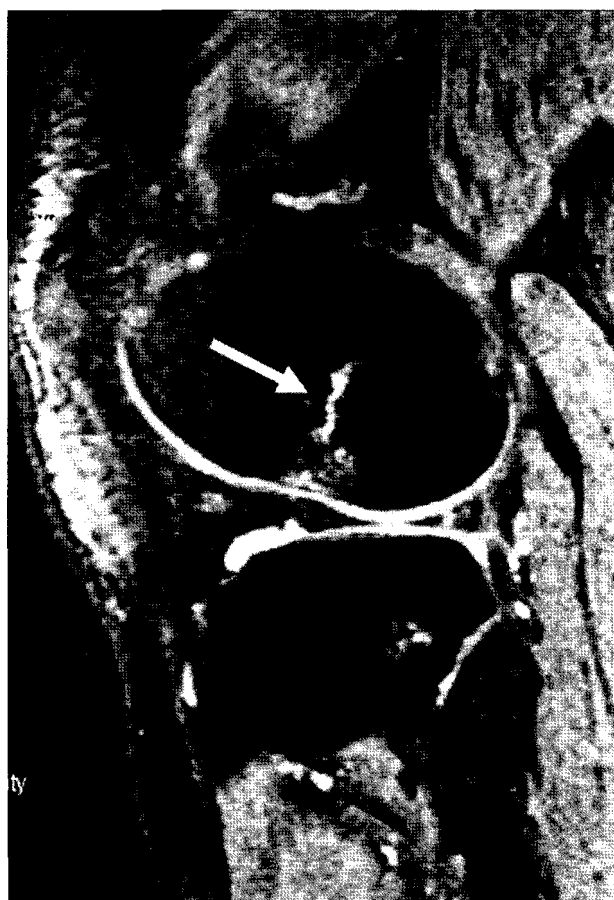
Sagittal MRI scan of the type III bone bruise (arrow) at the sulcus terminalis of the lateral femoral condyle.
